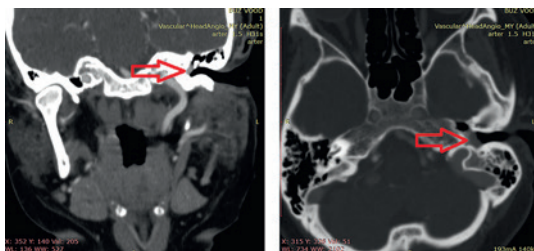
КТ-ангиография височных костей пациента с параганглиомой среднего уха
